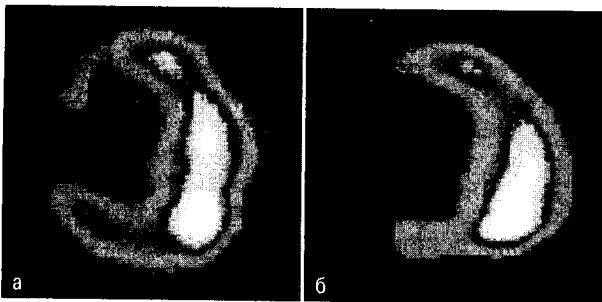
Сцинтиграммы миокарда больного с острым инфарктом миокарда, выполненные после инъекции  $^{199}\text{Tl}$  в покое (а) и через 4 ч после введения нуклида в левой косой проекции (б). В передней области имеет место стабильный дефект перфузии
